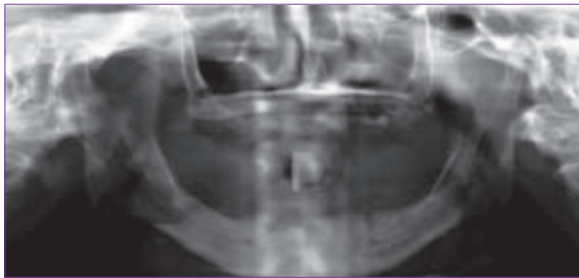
Ortopantomografia pré-cirúrgica evidenciando na mandíbula ausência de volume ósseo para a colocação de implantes na região posterior aos buracos mentonianos.
